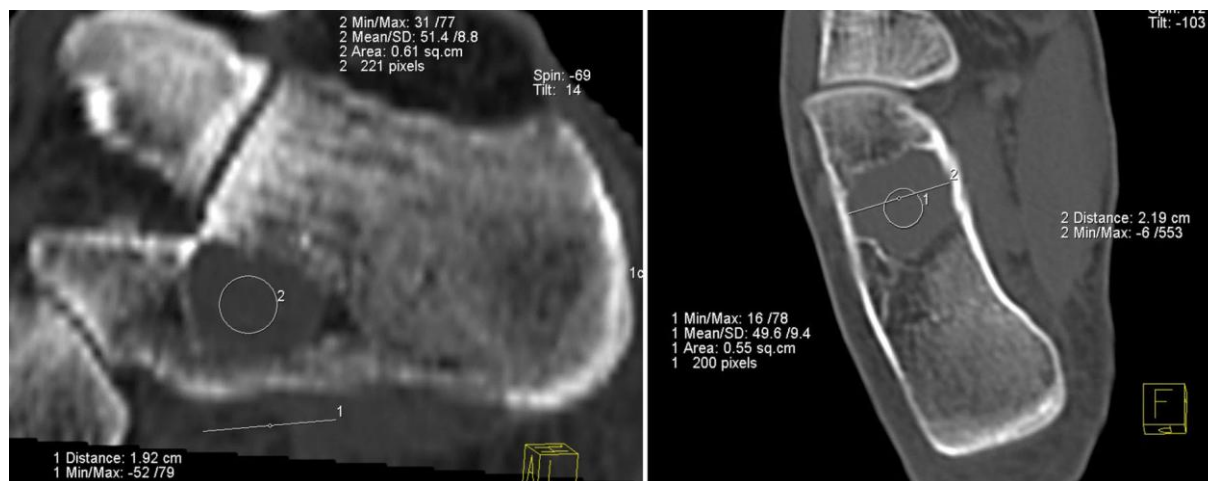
Компьютерная томография, MPR-изображения пяточной кости больного Ц., 16 лет. Солитарная киста
